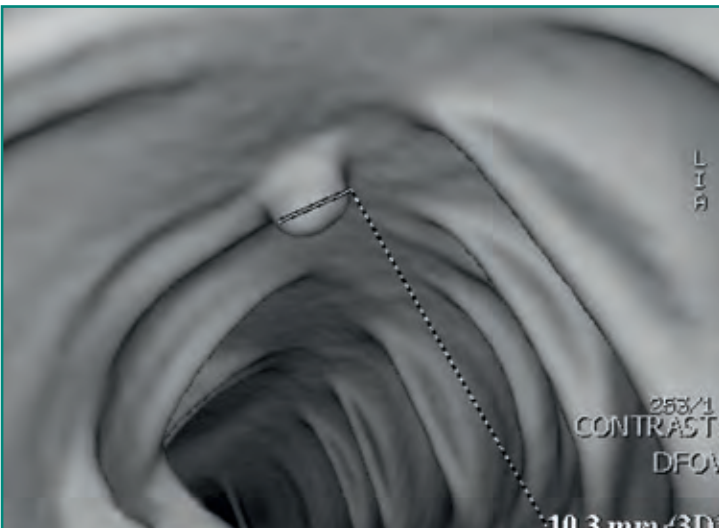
Colono-TC, reconstrucción en 3D que demuestra un pólipo de 1 cm.
